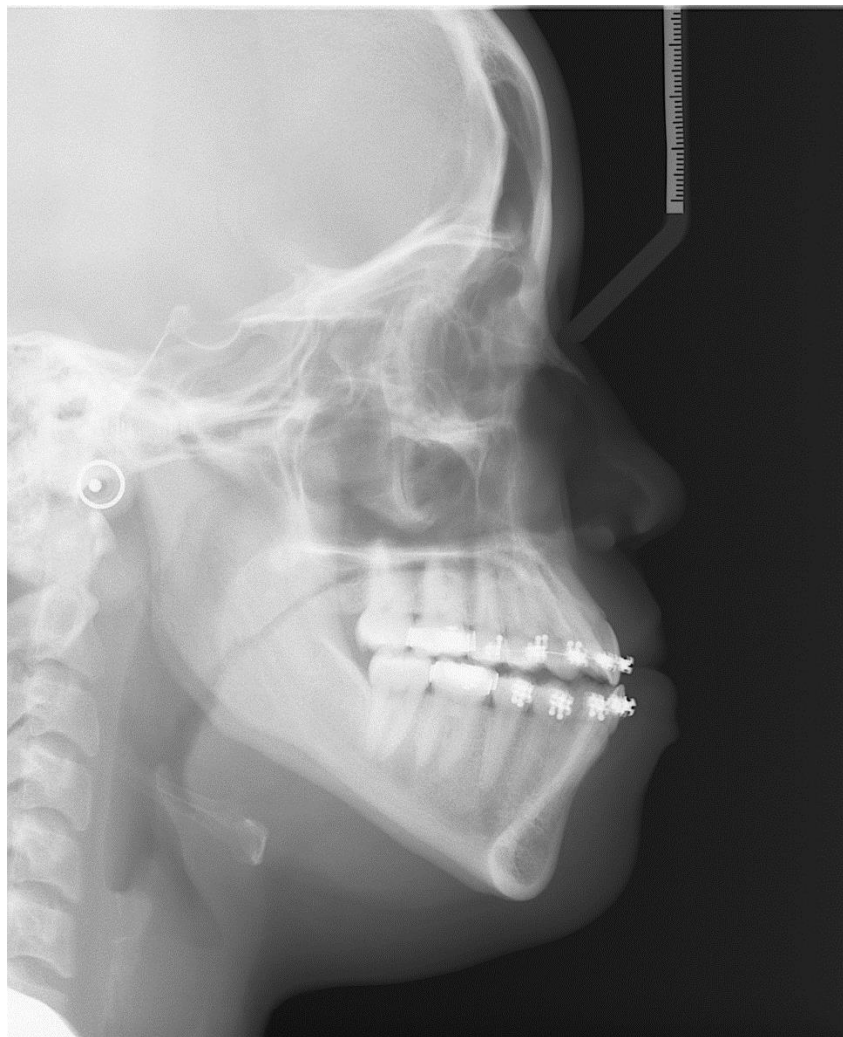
Telerradiografia inicial
